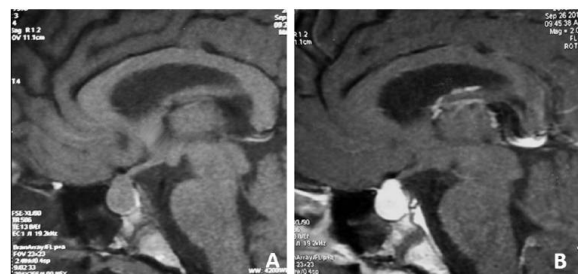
IRM hypophysaire initiale avant (A) et après injection de gadolinium (B): aspect hypertrophique de la glande et prise de contraste homogène et intense.
